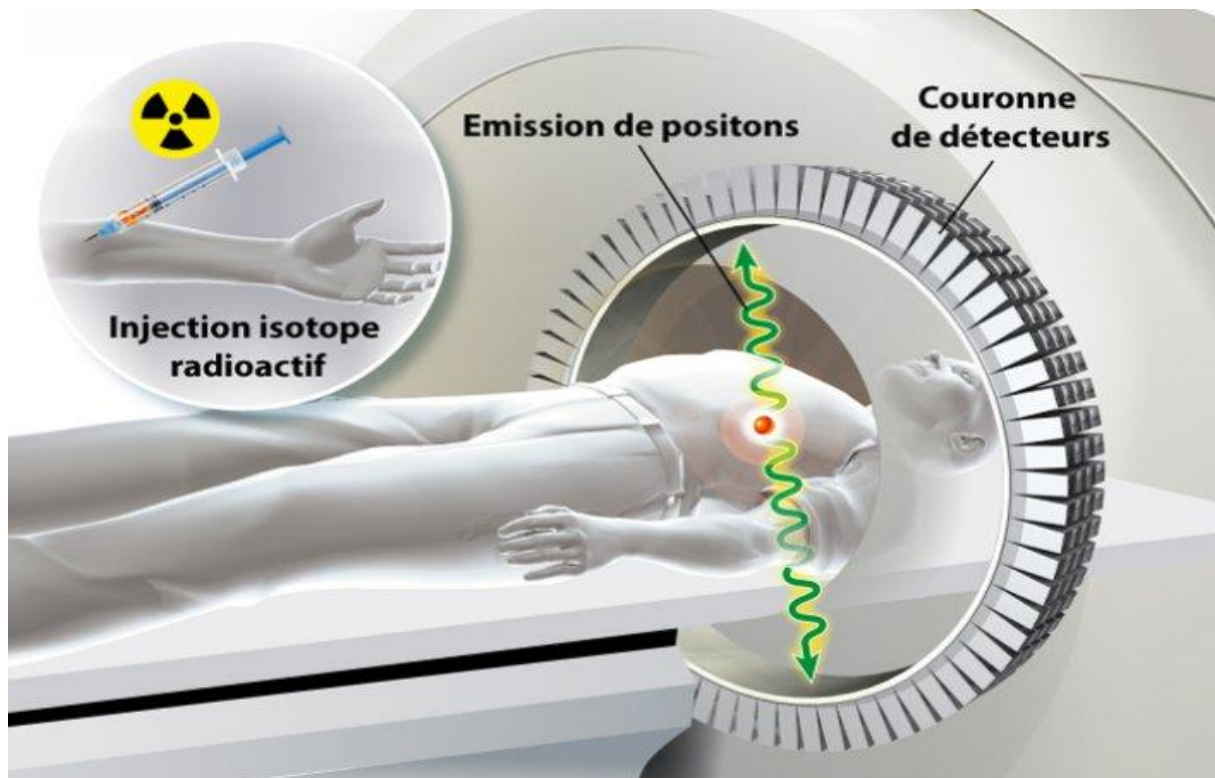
Tomographie par émission de positons (TEP)
